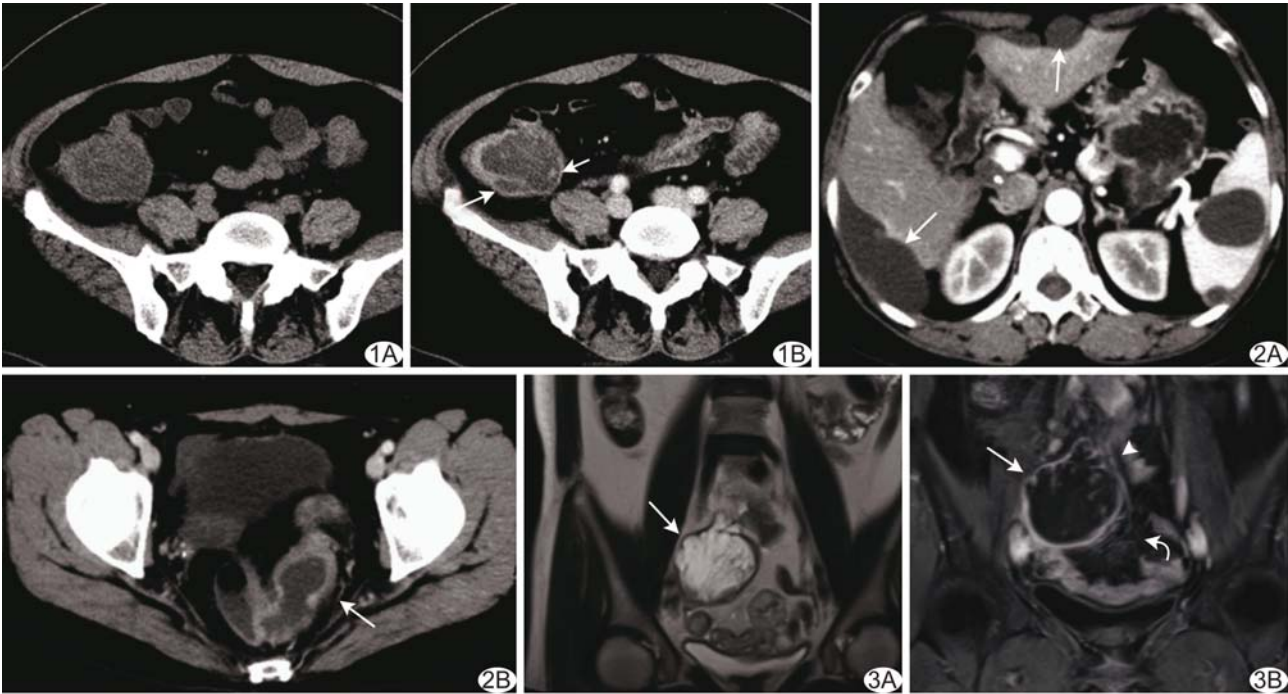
患者女,53 岁,阑尾黏液囊腺癌 A. CT 平扫示右下腹不规则分叶状囊实性肿块; B. 增强后厚薄不均的囊壁及分隔明显强化(长箭),可见壁结节(短箭) 图 2 患者女,51 岁,腹腔多发假性黏液瘤 A. 肝脾周围多发囊性肿块,肝脏边缘呈扇贝征(箭); B. 盆腔内壁厚薄不均囊性肿块,增强后壁明显强化(箭) 图 3 患者女,58 岁,阑尾黏液囊腺癌 A. MRI 平扫 T2WI 示囊壁及分隔厚薄不均伴壁结节(箭); B. VIBE T1W 增强扫描示囊壁、分隔(箭头)及壁结节(箭)明显强化,肿块边缘模糊不清,脂肪间隙见条纹征(弯箭)
